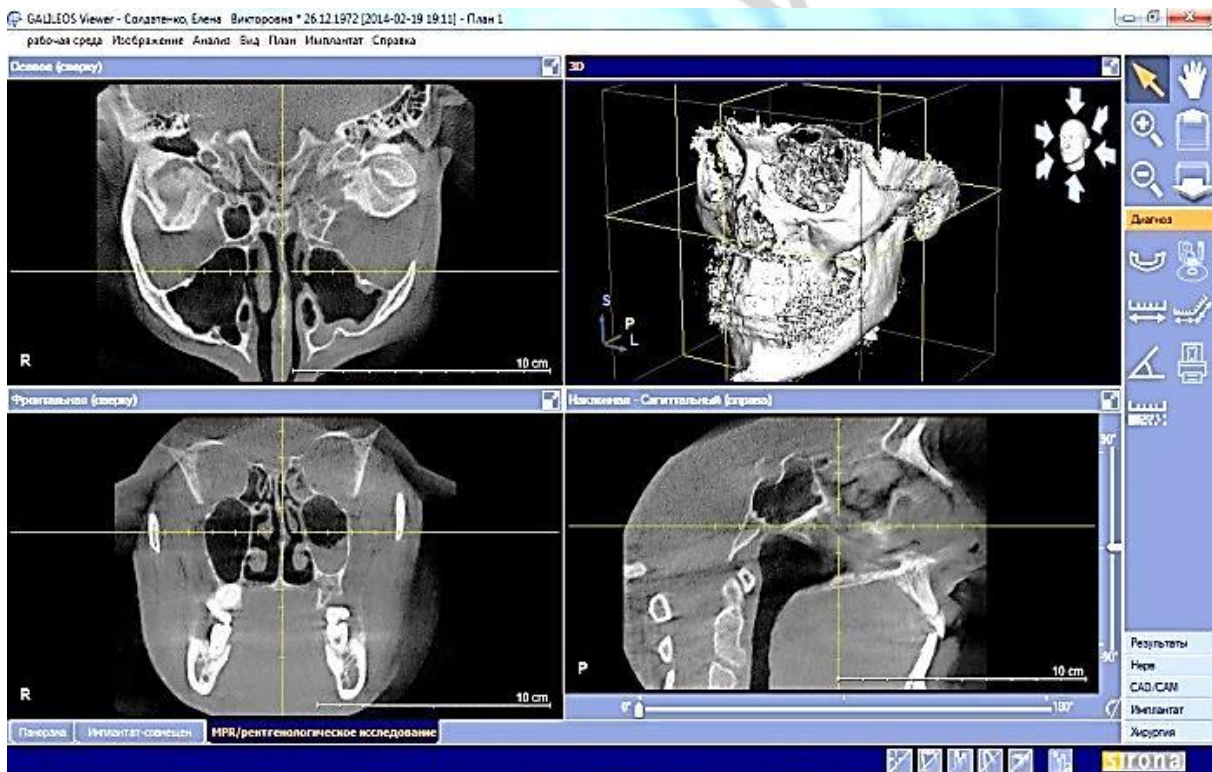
Базовый интерфейс при работе на томографе Galileos, Sirona
